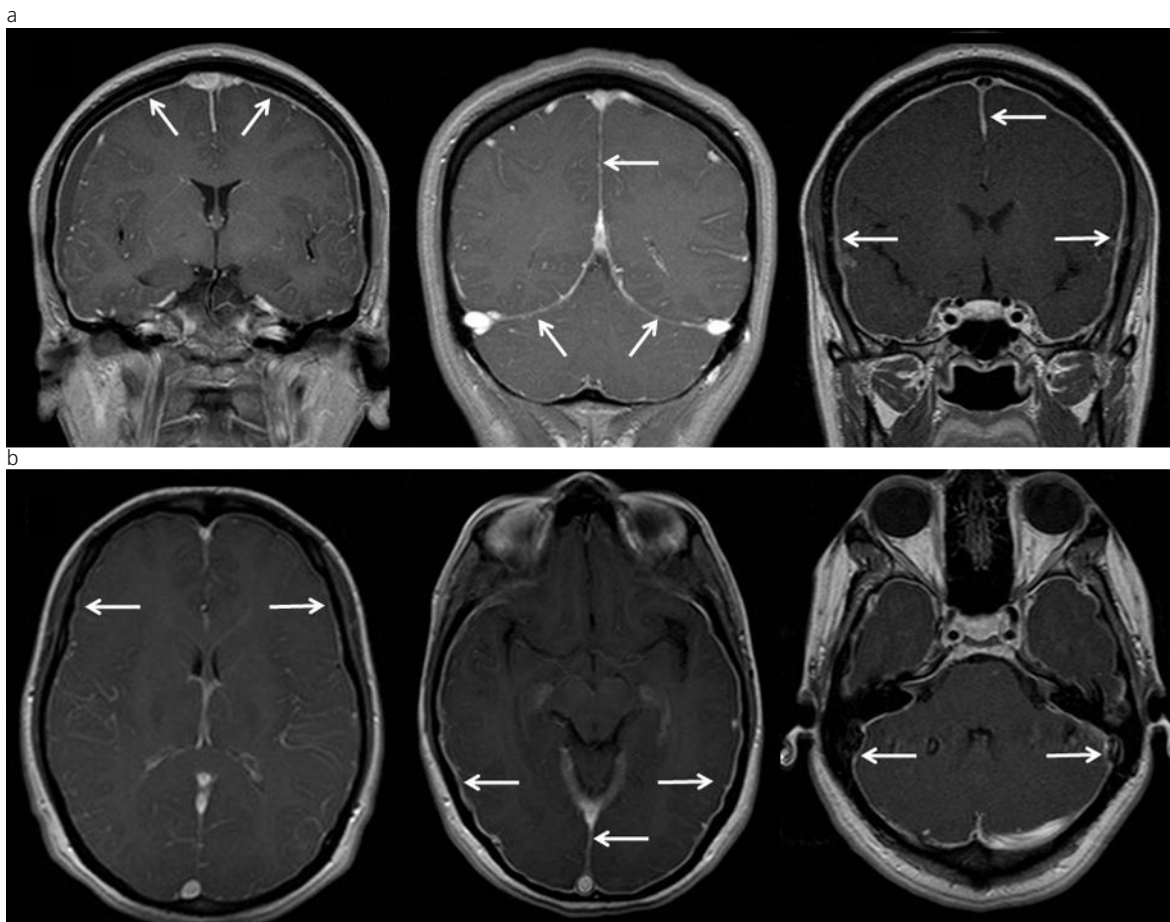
Engrosamiento y refuerzo paquimeníngeo difuso. (a) RM en ponderación T1, plano coronal, con gadolinio. (b) RM en ponderación T1, plano axial, con gadolinio.
